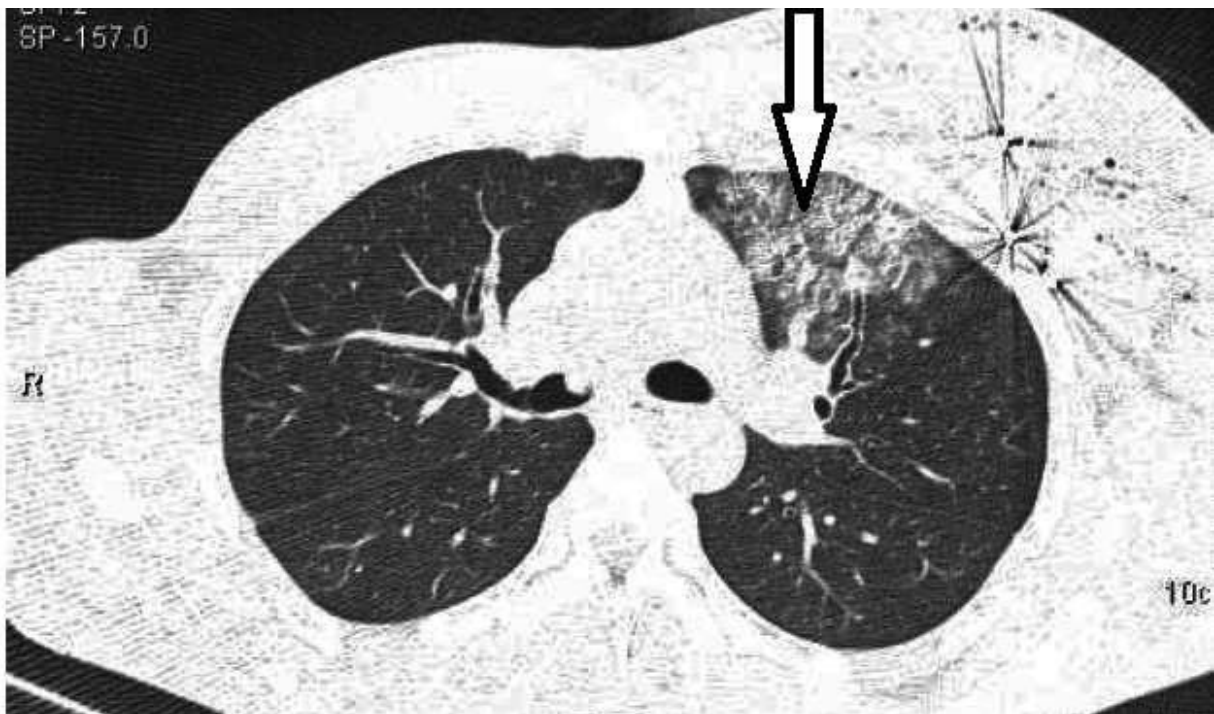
TDM du thorax, coupe axiale en fenêtre parenchymateuse, mettant en évidence une contusion pulmonaire gauche du segment apicoventrale (flèche→).
